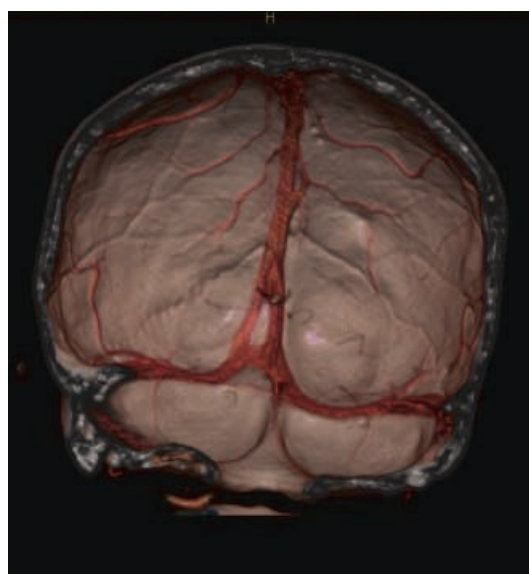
▲ Volume-Rendering-Rekonstruktion der segmentierten supraaortalen CT-Angiographie derselben Patientin mit Blick auf die dorsalen intrakraniellen venösen Blutleiter
